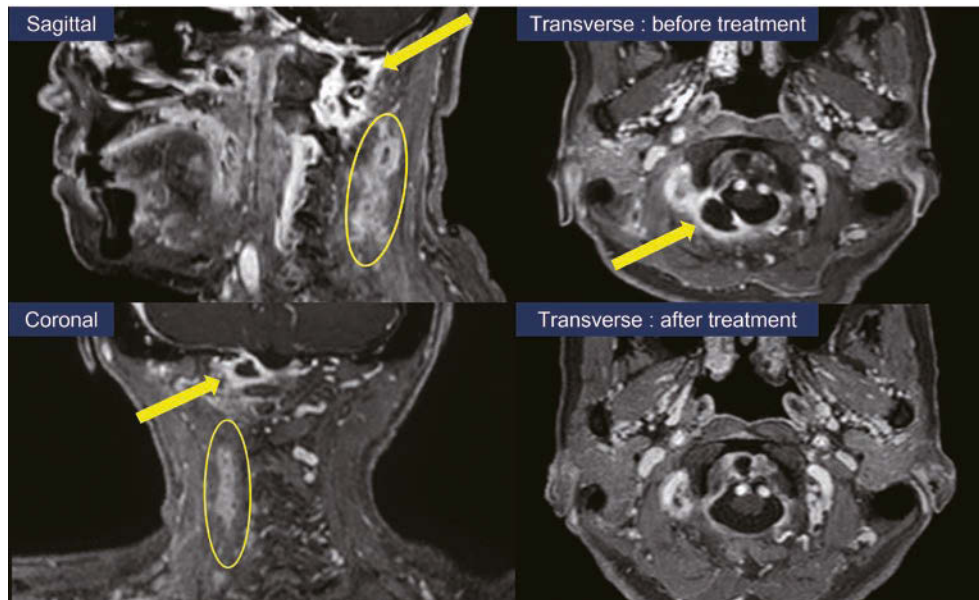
Contrast-enhanced MRI shows a cervical epidural abscess (arrows) and suppurative thrombophlebitis (circles) in the posterior neck. The abscess disappeared after treatment.
